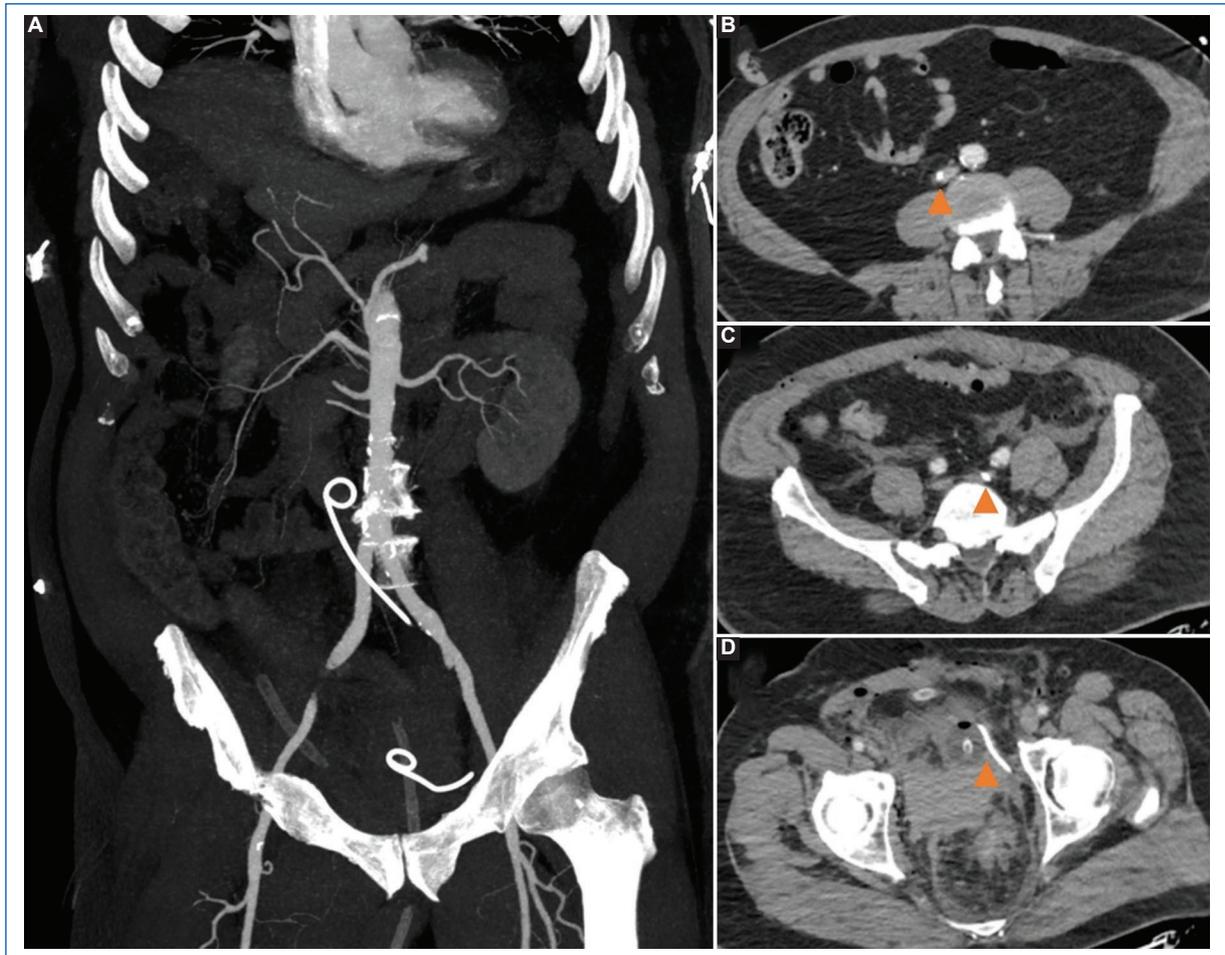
Angiotomografía de aorta abdominal. A: reconstrucción MIP (proyección de máxima intensidad de contraste) en la que se observa el trayecto del catéter: extremo distal en la teórica localización de la vejiga con recorrido ascendente que se lateraliza a la derecha a su cruce con los vasos ilíacos. El extremo proximal se identifica en la vena cava inferior. B, C y D: cortes axiales del mismo estudio donde se señala la ubicación del catéter (cabeza de flecha) en vena cava inferior (B), vena íliaca común izquierda (C) y vejiga (D).
